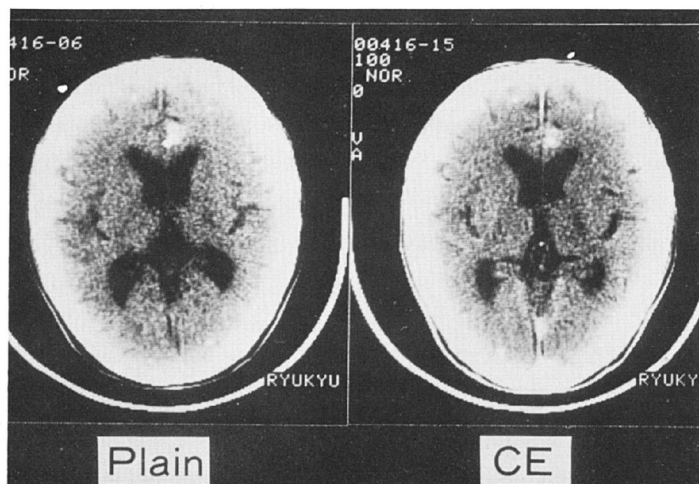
Computerized tomographies prior to operation. Plain CT-scan demonstrates multiple calcified spots along the cerebral cortex, one of which locating at the right cingulate gyrus is slightly enhanced (CE : contrast enhancement)
